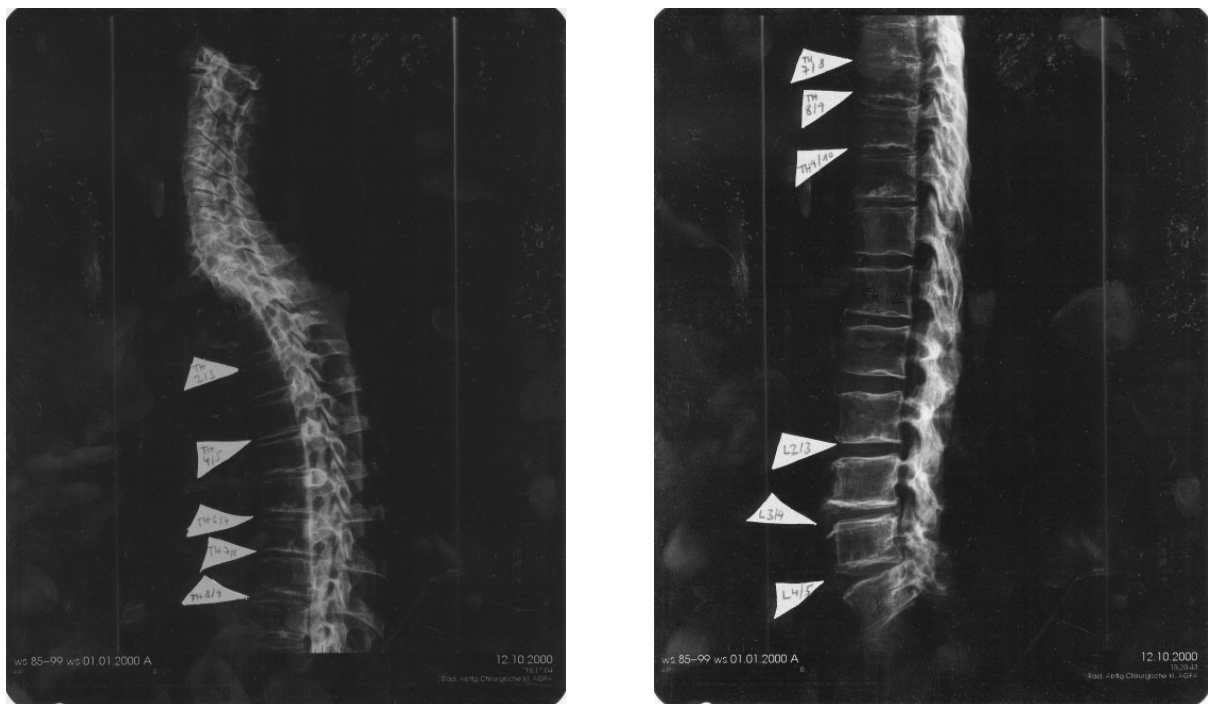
Röntgenaufnahme einer Wirbelsäule im seitlichen Strahlengang.
